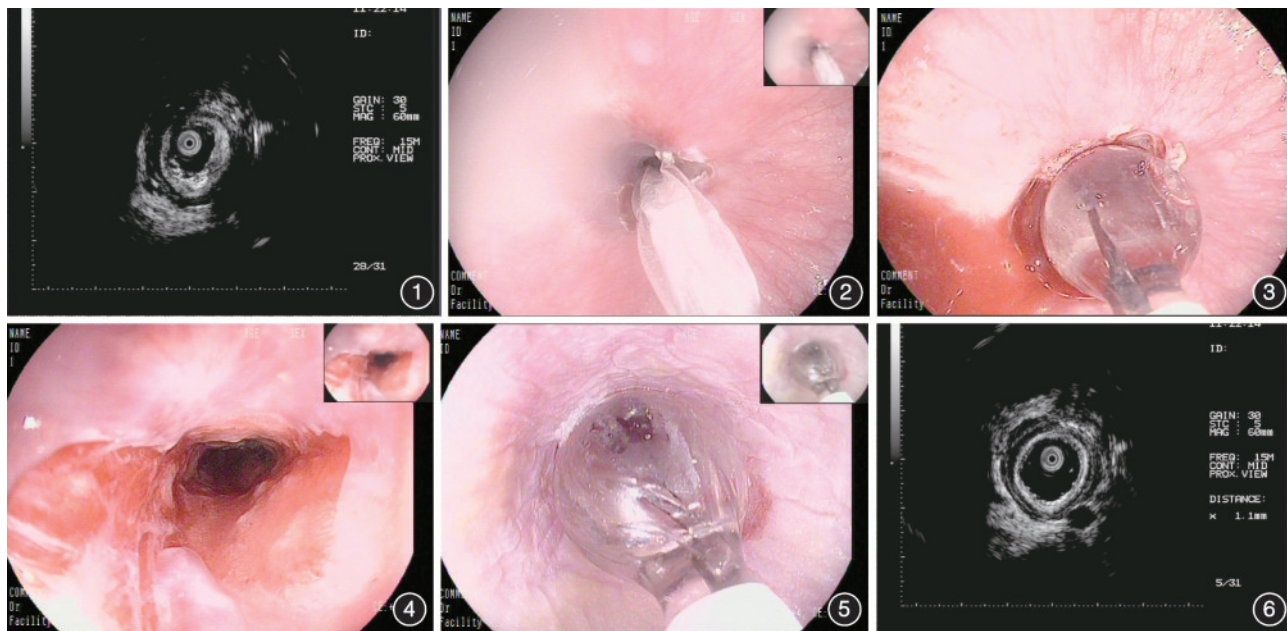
超声内镜检查示食管管壁高回声瘢痕环管腔 3/4 周 图2 内镜下于视野两点钟方向行瘢痕处预切开 图3 内镜下球囊逐级扩张食管狭窄处 图4 球囊扩张后创面 图5 首次球囊扩张后半个月复查胃镜并再次行球囊扩张 图6 再次球囊扩张术后超声内镜随访示食管管壁高回声瘢痕环管腔 1/2 周
